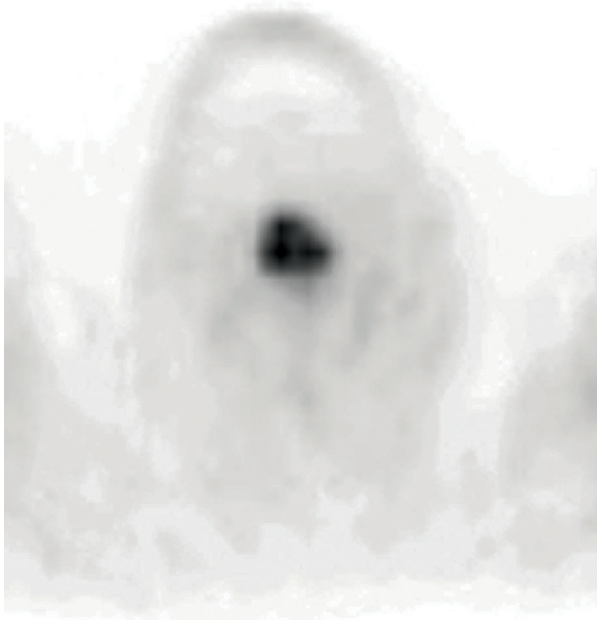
Soliter pulmoner nodül için metabolik karakterizasyon amaçlı PET-BT görüntüleme yapılan hastada rastlantısal olarak saptanan tiroid bezi her iki lobunda yerleşik nodüler lezyonlarda artmış FDG tutulumu izlenmektedir (SUVmax:5,2). Bu olguda artmış tiroid kanser riski nedeniyle ileri değerlendirme önerilmiştir.
